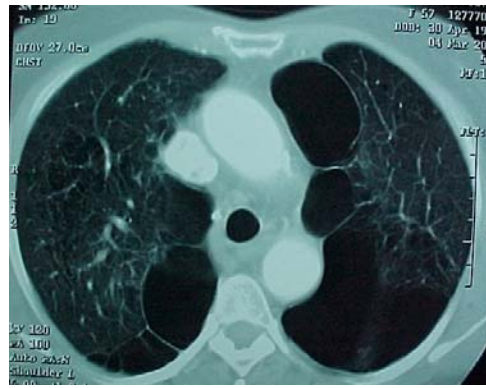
Tomografia de tórax demonstrando a presença de enfisema bolhoso bilateral.
